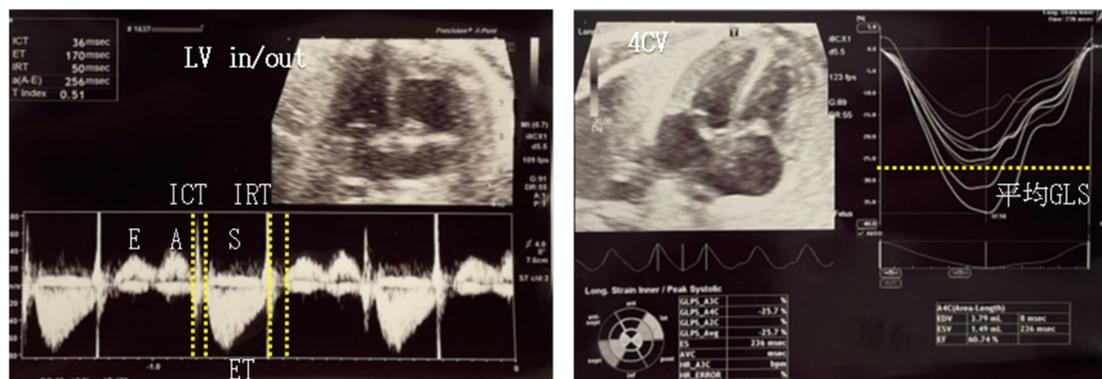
胎児心エコーによる等容拡張時間と global longitudinal strain (GLS) の計測
